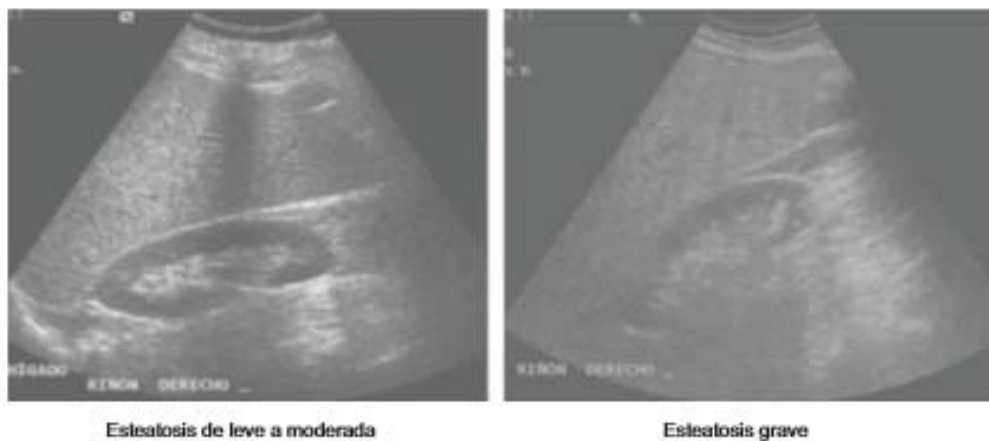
Imagen ultrasonográfica de una esteatosis hepática.
